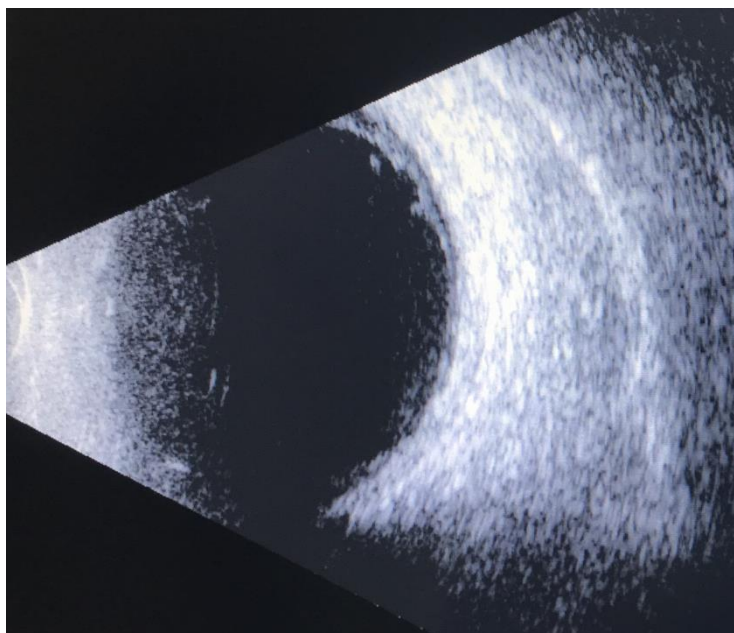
УЗИ глазного яблока при выписке
